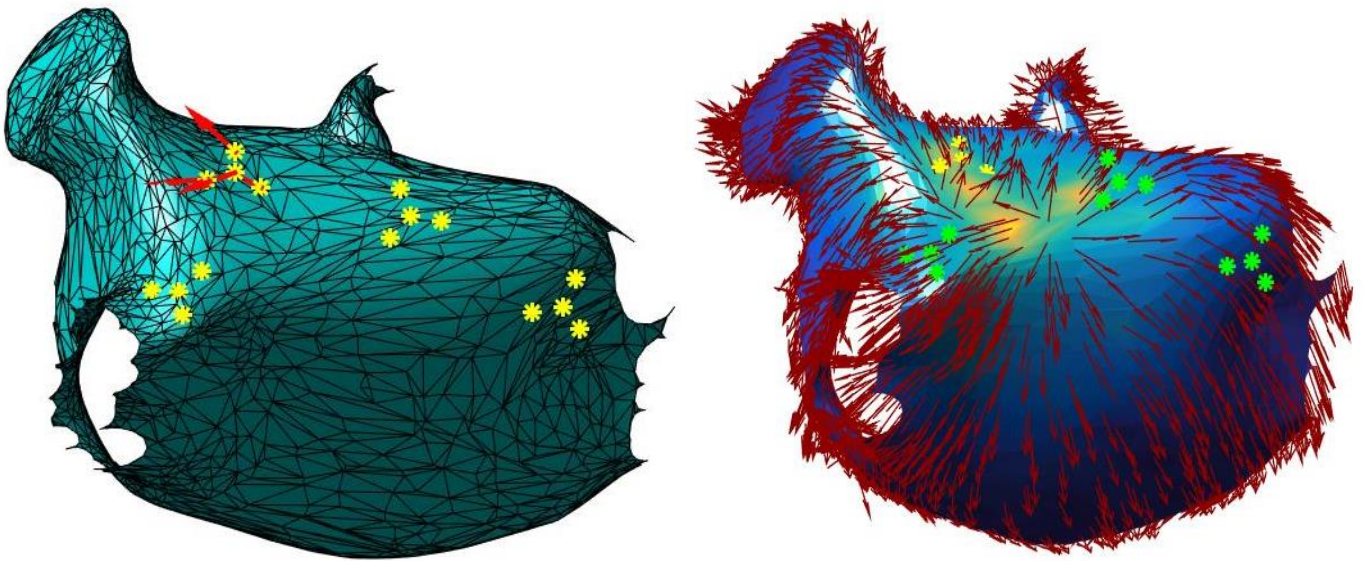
4ª iteración secuencia guiado para ablación. A) CRM y OI locales. B) CRM, OI, RM globales
